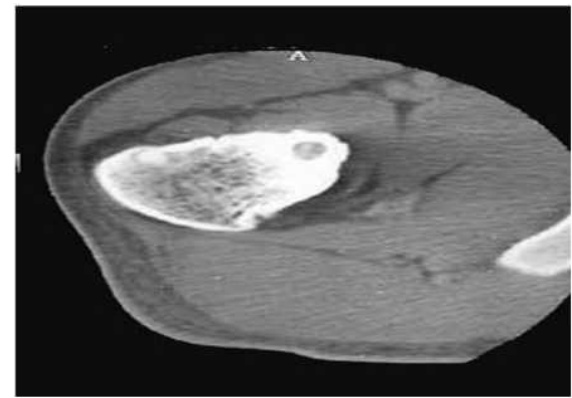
TDM en coupe transversale de la hanche qui montre une petite image lacunaire corticale sur la face inféro-interne du col fémoral gauche : le nidus
